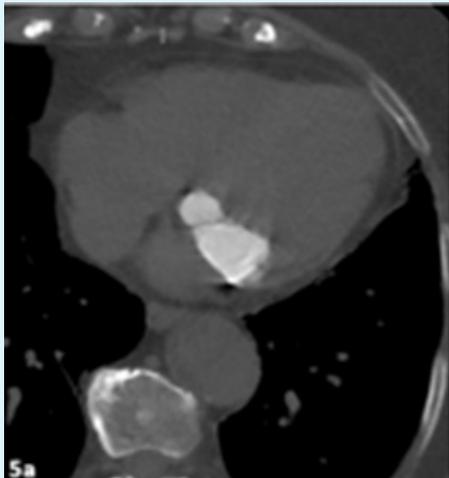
TDM thoracique sans injection produit de contraste iodé confirmant le caractère dense sous forme de « lait calcique » homogène de la lésion, associé à quelques calcifications périphériques. ion en hyposignal délimitée par un fin liseré périphérique rehaussé par l'injection de Gadolinium.
